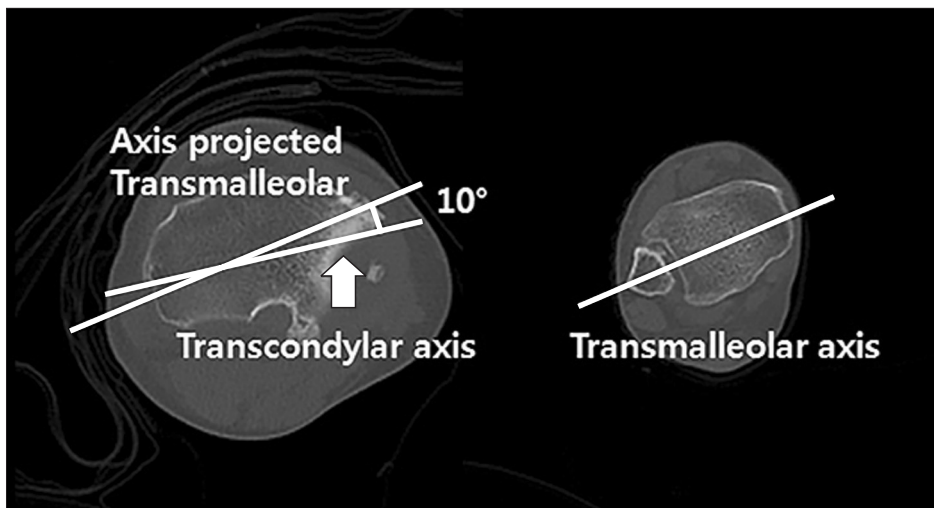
Tibial torsion was measured by assessing the angle between the transmalleolar axis and the Transcondylar axis of the proximal tibia in the axial cut of computed tomography. A decreased angle means increased tibial torsion of the proximal tibia.
